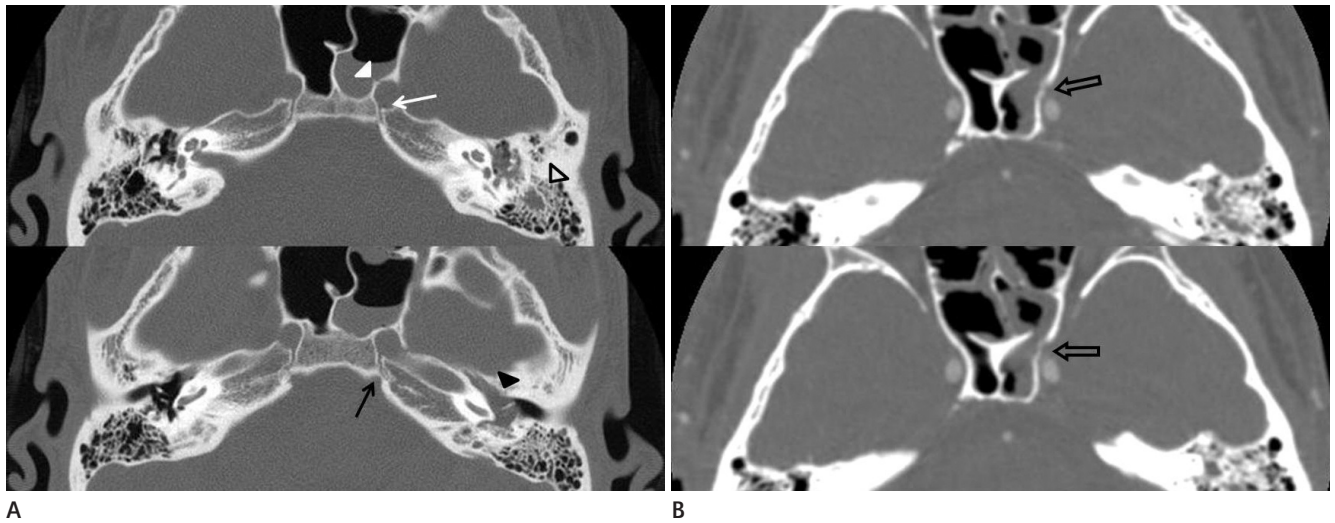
A 16-year-old man with a motor cycle accident. Axial temporal bone CT images (A) (1-mm slice thickness) show tiny spot of air in the left foramen lacerum (white arrow) and bony discontinuity in the anterior wall of the left foramen lacerum (white arrowhead) and wavy subtle separation of the left petroclival suture (black arrow) and suspected hemotympanum (black arrowhead) and high attenuation in the left mastoid antrum (open arrowhead). Axial CT angiography images (B) (0.6-mm slice thickness) show bony irregularity in the lateral wall of left sphenoid sinus (open arrow).
